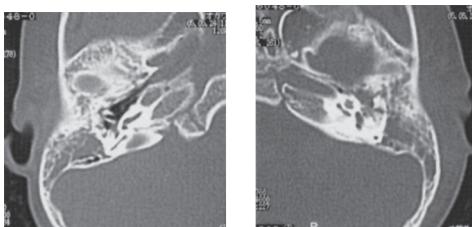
CT findings in acute mastoiditis on his first visit.
